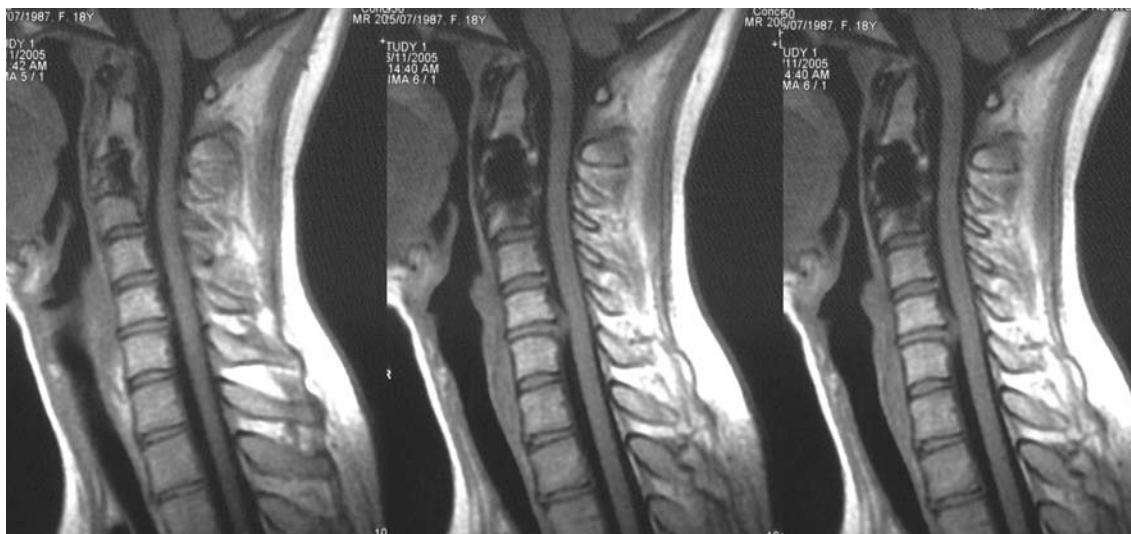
Послеоперационные МРТ больной С. (сагиттальные срезы), данных за рецидив АКК не обнаружено, видно положение титановой стабилизирующей системы.
